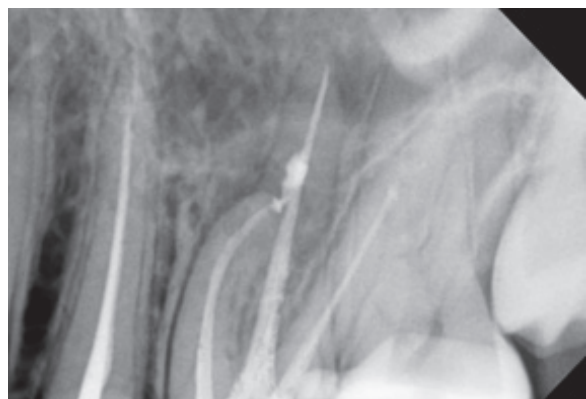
Рентгенологический снимок 2.6 зуба после лечения спустя 6 месяцев
